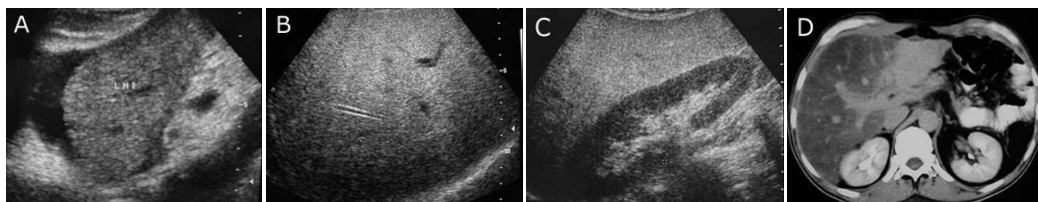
A- Ecografía abdominal: corte sagital del segmento lateral del lóbulo izquierdo que muestra un parénquima normal. B- Ecografía abdominal: corte transversal oblicuo que muestra que el lóbulo derecho está aumentado de ecogenicidad por la infiltración grasa, con mala definición de estructuras vasculares venosas. C- El grado de infiltración grasa del hígado no es tan severa ya que en el lóbulo derecho pueden distinguirse algunas estructuras vasculares y el riñón derecho no se ve marcadamente hipoeecogénico. D- La TAC de abdomen muestra que la densidad del segmento lateral del lóbulo izquierdo está normal y que el resto del hígado está infiltrado por grasa.
